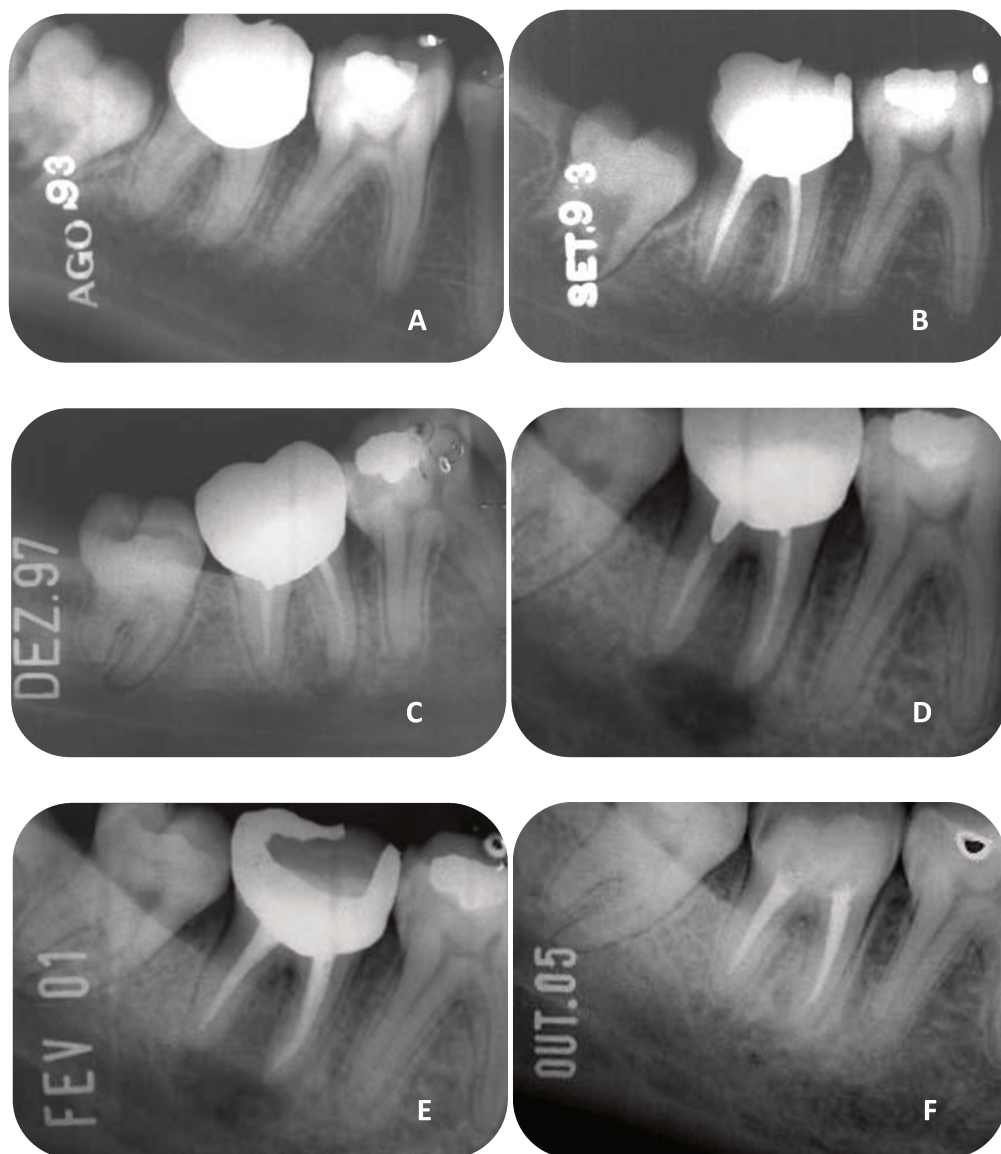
A- radiografia de diagnóstico do segundo molar inferior, B- tratamento endodôntico original realizado em setembro de 1993, C/D- paciente retornou com abscesso em dezembro de 1997, após a remoção da coroa e do núcleo metálico, foi localizado o canal MV com o microscópio, E- radiografia de preservação realizada em fevereiro de 2001, F- preservação feita em outubro de 2005, decorridos 7 anos e 10 meses, verificou-se o reparo completo da lesão periapical (paciente com 29 anos).
